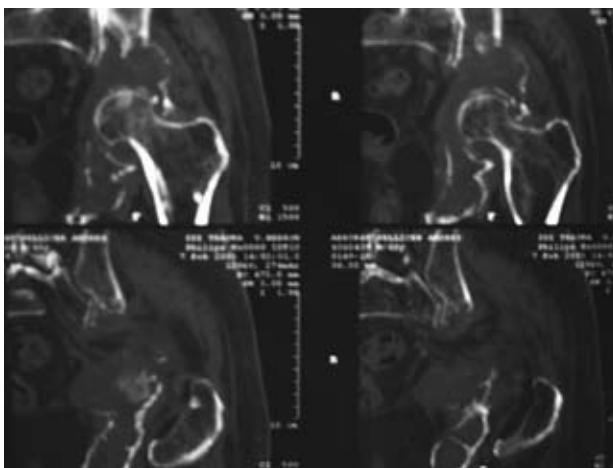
RM que muestra una fractura patológica de cótilo sobre una imagen lítica expansiva a nivel de coxal izquierdo que afecta también la tuberosidad isquiática.
